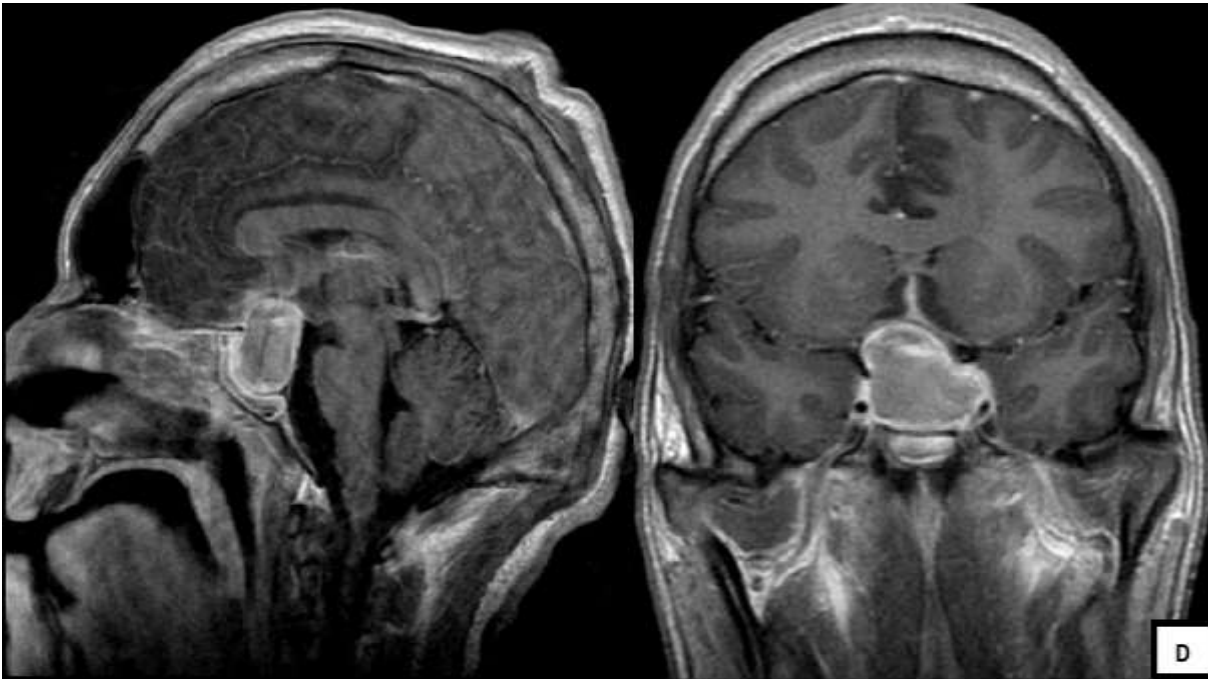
IRM cérébrale d'un patient ayant fait un AVC ischémique suite à une apoplexie pituitaire (Patient 14).
